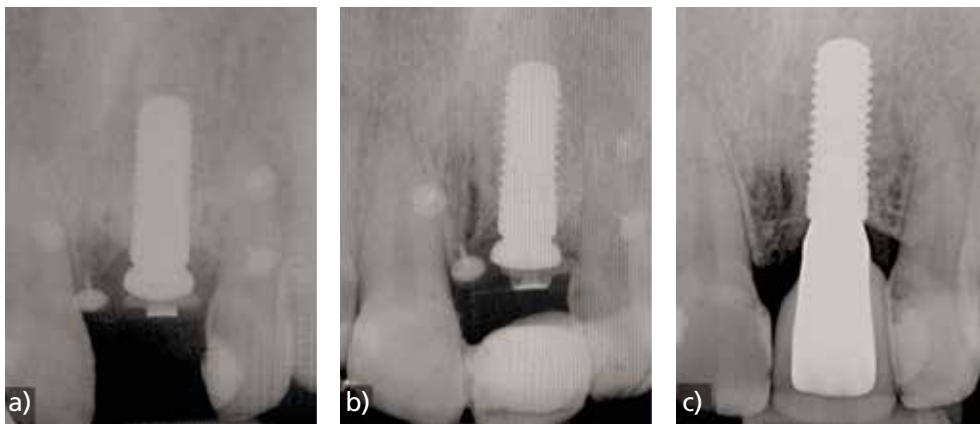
Seguimiento radiográfico del caso: a) radiografía periapical realizada el día del segundo procedimiento quirúrgico; b) radiografía periapical realizada a los 6 meses del segundo procedimiento quirúrgico; c) radiografía periapical realizada al año y medio de haber colocado la prótesis definitiva.
